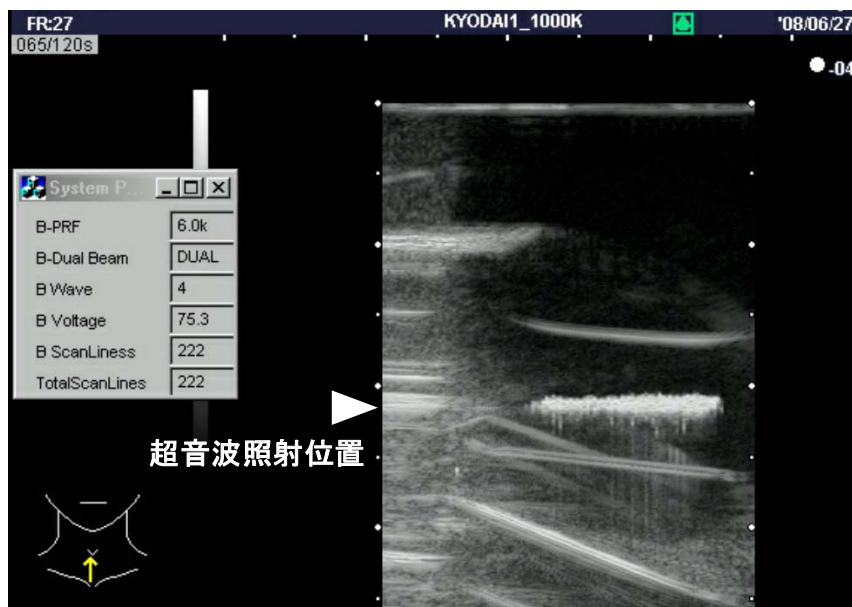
3-1-3：表面修飾ナノ液滴の超音波照射による相変化像
